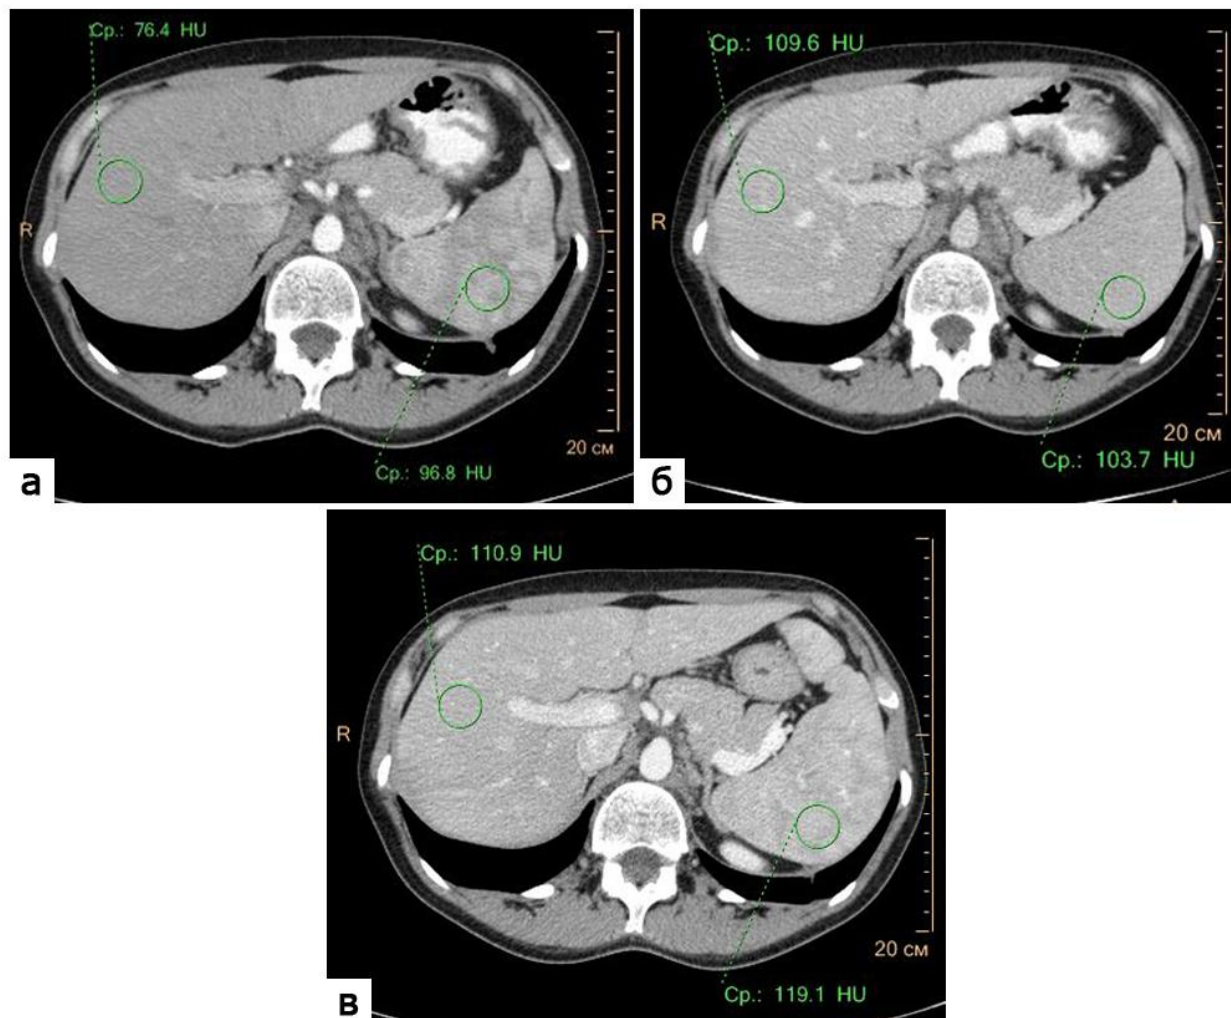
КТ-изображения брюшной полости на уровне воротной вены: а, б – артериальная и портальная фаза при стандартной двухфазной МСКТ; в – венозно-артериальная фаза при одномоментной двухфазной МСКТ. Показатели рентгеновской плотности паренхимы печени и паренхимы селезенки в различные фазы исследования (окружности, выноски)
